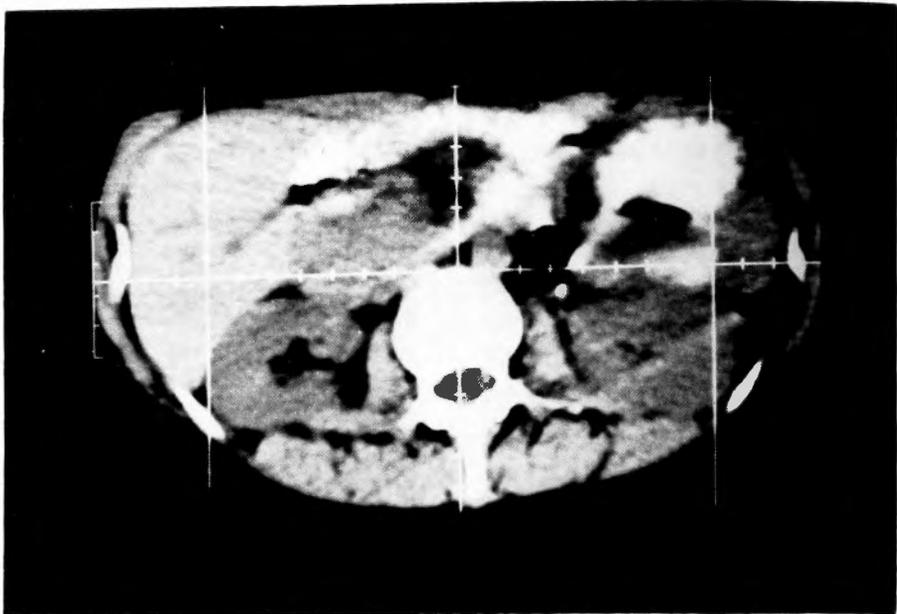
Preoperative CT examination showed cyst and calculi in the distal portion of the pancreas
